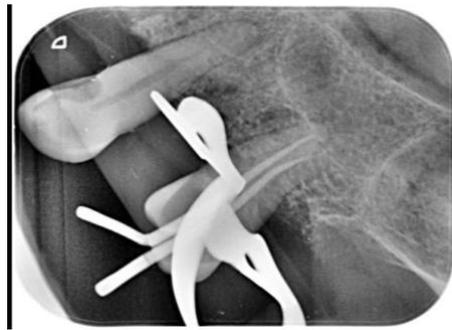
Radiografía condensación.
